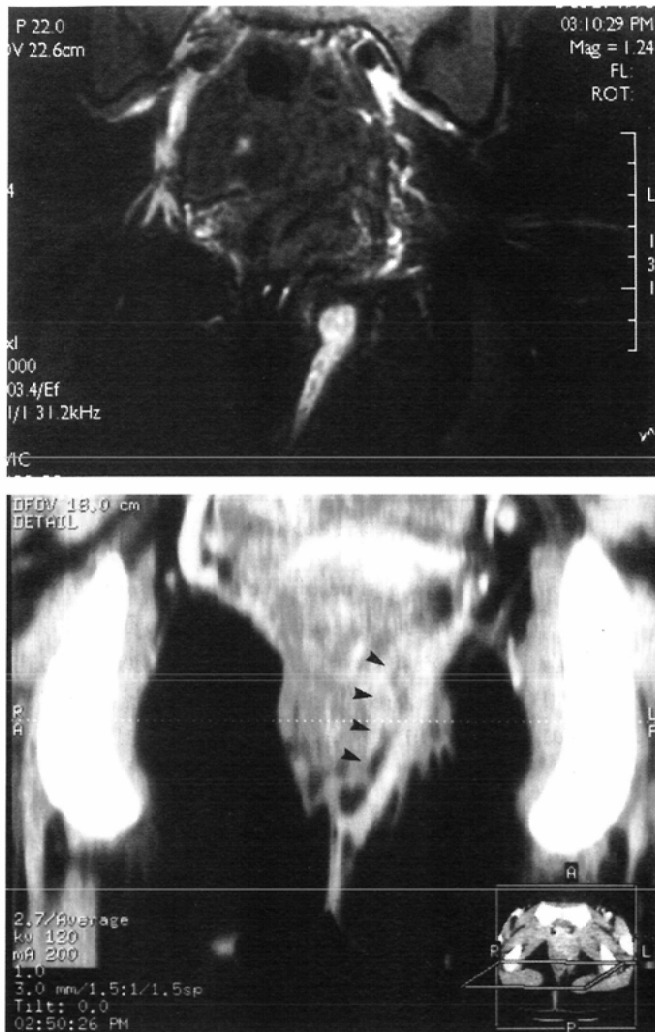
Fistula-in-ano in a 24-year-old-woman. T2-weighted coronal MR image with fat suppression technique clearly shows a fistula in the left ischioanal fossa (A). Post-contrast T1-weighted axial MR image with fat-suppression technique shows small fluid collection and enhancement of the fistula wall, suggesting active fistula (clinically the fistula also drained pus) (B). MPR image made from contrast CT one month previously clearly shows the shape of the fistula and its relationship with the levator ani muscle (arrowheads), in spite of the low contrast resolution of CT (C).
